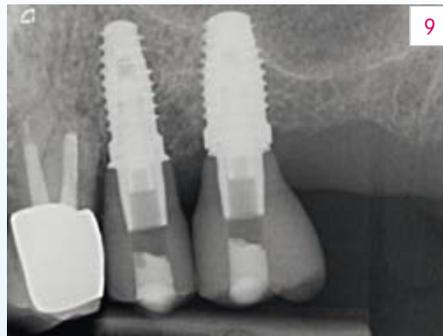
Kontroll-Röntgenaufnahme nach Eingliederung der Versorgungen.
